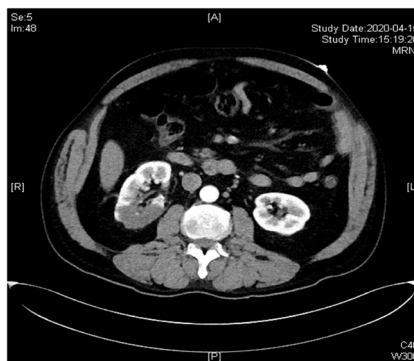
2020-04-15 Dynamic contrast-enhanced-CT of the lower abdomen
